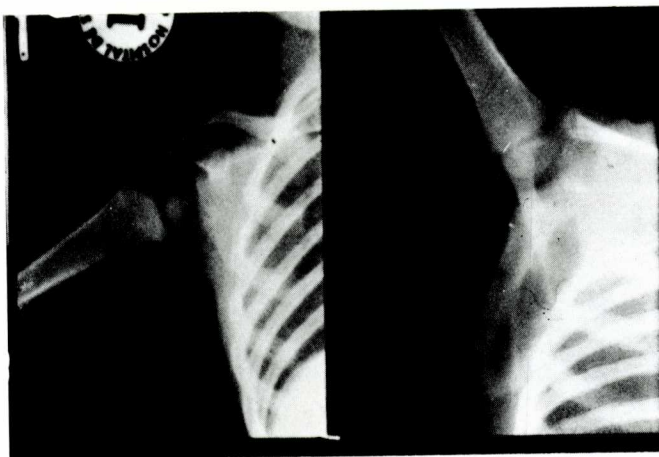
Radiografies mostrant l'abducció activa de l'espatlla: *a)* abans; *b)* després d'una alliberació de les estructures que s'oposaven passivament a la rotació externa de l'espatlla i trasplantament dels tendons del dorsal ample i del rodó major
